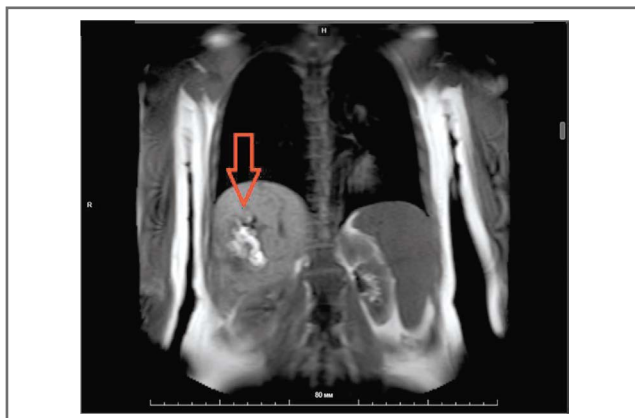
АВМ печени у пациентки 3. (магнитно-резонансная томография): фронтальная плоскость.
